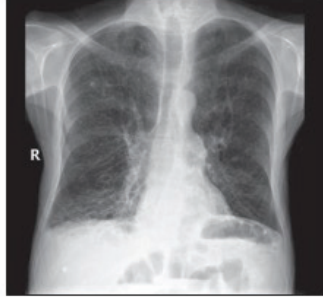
Olgu 1 Posteroanterior Akciğer Grafisi
